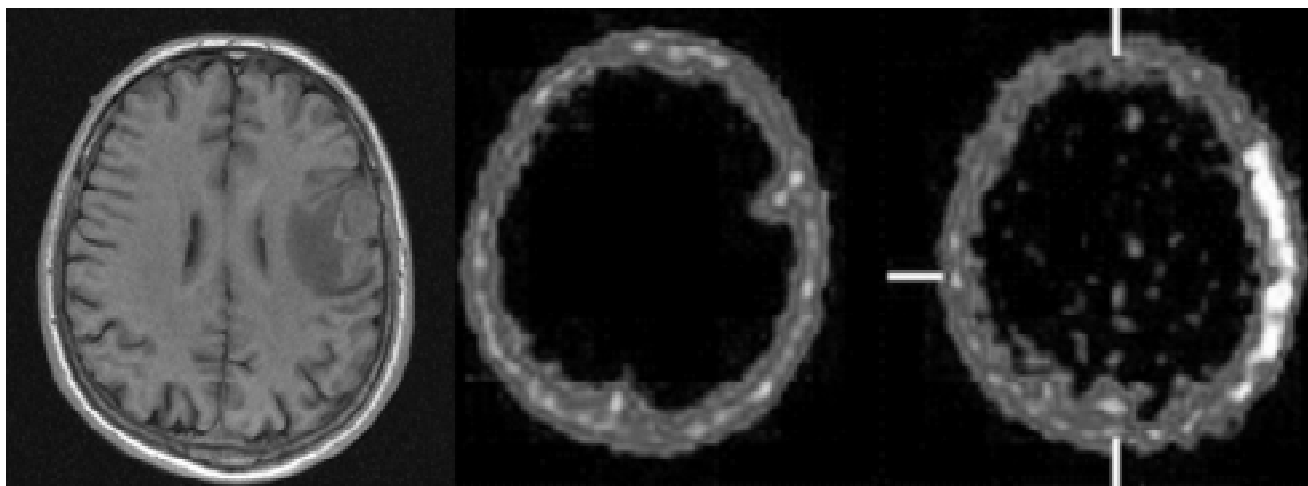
МРТ та  $^{99m}\text{Tc(V)}$ -ДМСА ОФЕКТ хворого з метастазом раку правої лобної ділянки. Зліва — МРТ до операції; посередині — ОФЕКТ до операції; справа — ОФЕКТ після операції
